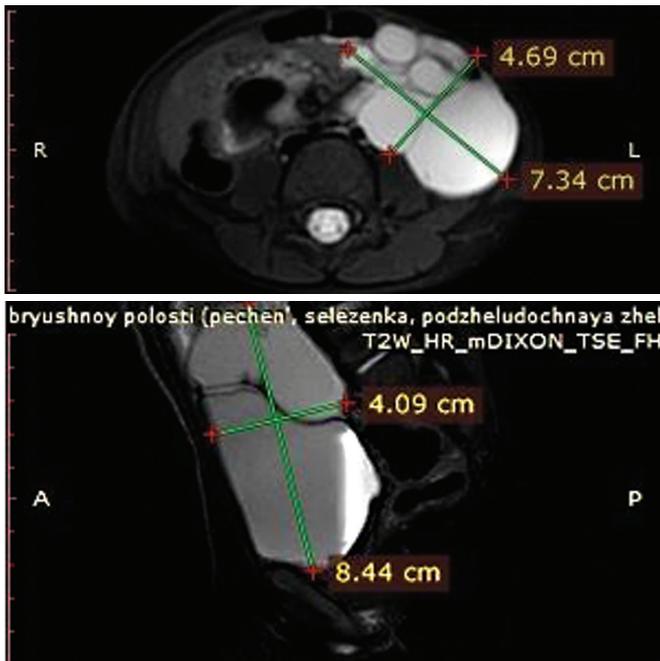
МРТ брюшной полости с внутривенным контрастированием.
